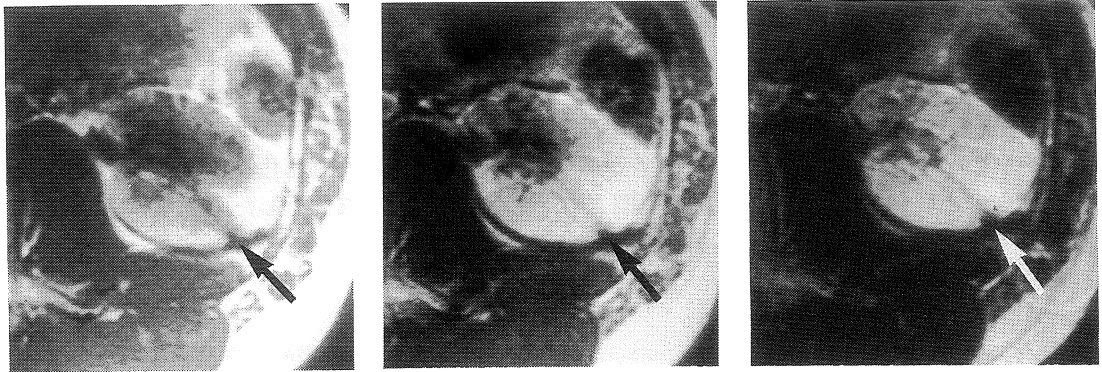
MRI in a 13-year-old patient who had been treated by nephrolithotomy in 6 years ago.
